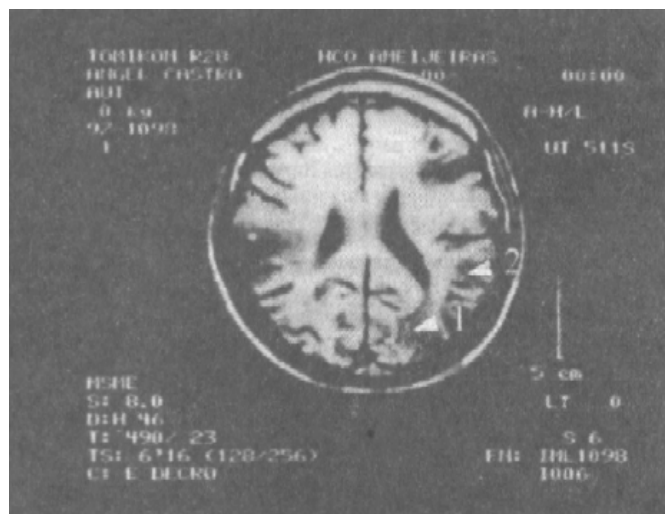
Imagen de RMN donde se aprecia el infarto de la sustancia blanca paraventricular (flecha 1) y de la corteza occipito-temporal izquierda (flecha 2).
